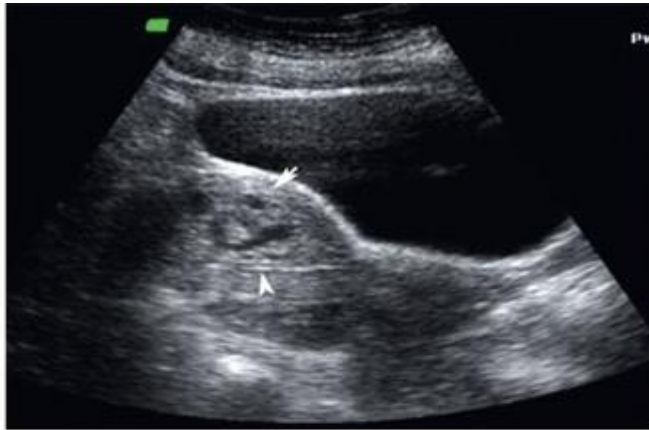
УЗИ: сложная кистозная масса в стенке матки
